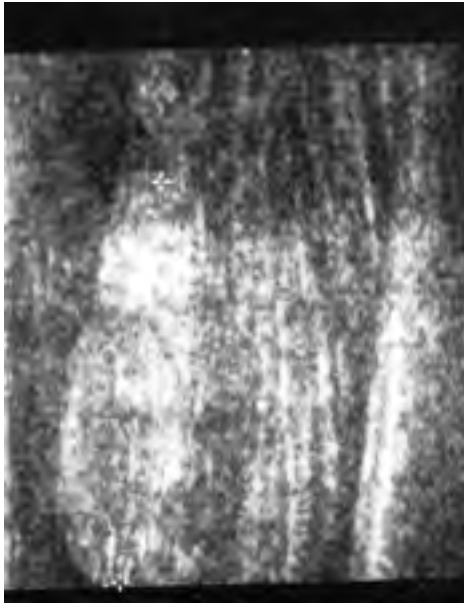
ecografia post-operatoria.
